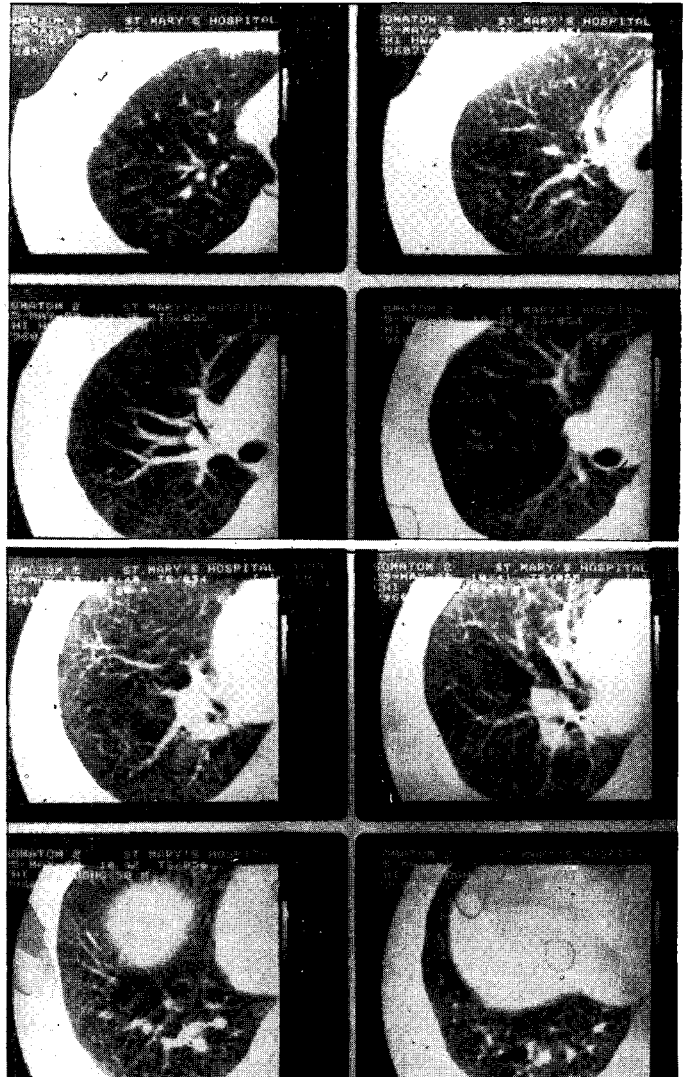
High resolution CT of rt. chest reveals diffuse tiny nodular densities of the entire lung field ; Silicosis, Grade I by Bergin classification.
